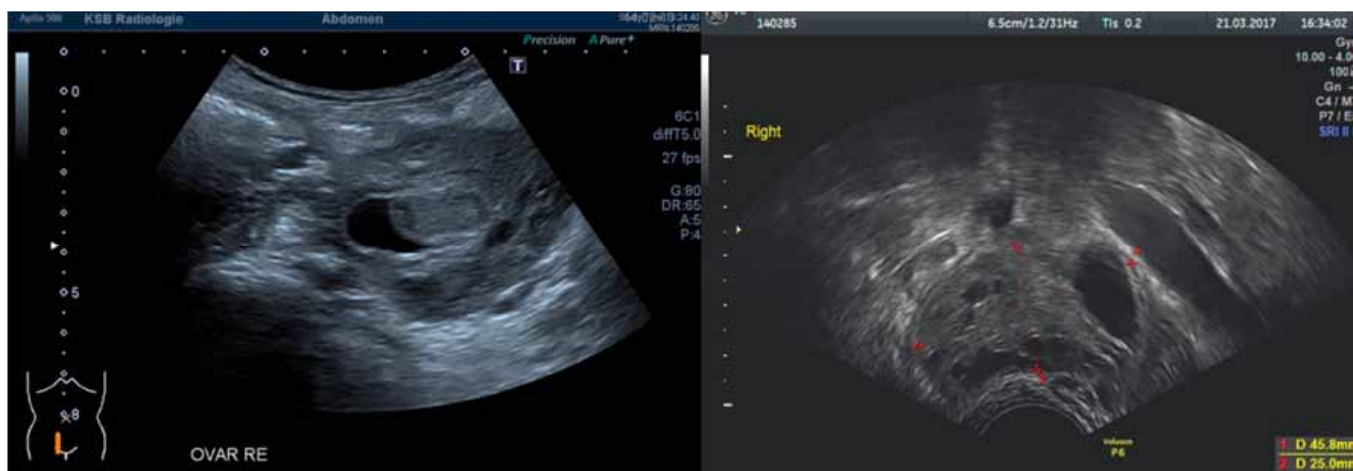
Sonographischer Befund bei Aufnahme.
